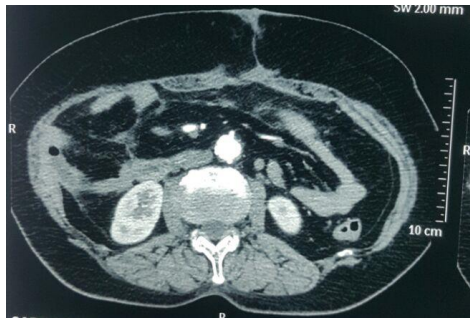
TDM de contrôle normale
